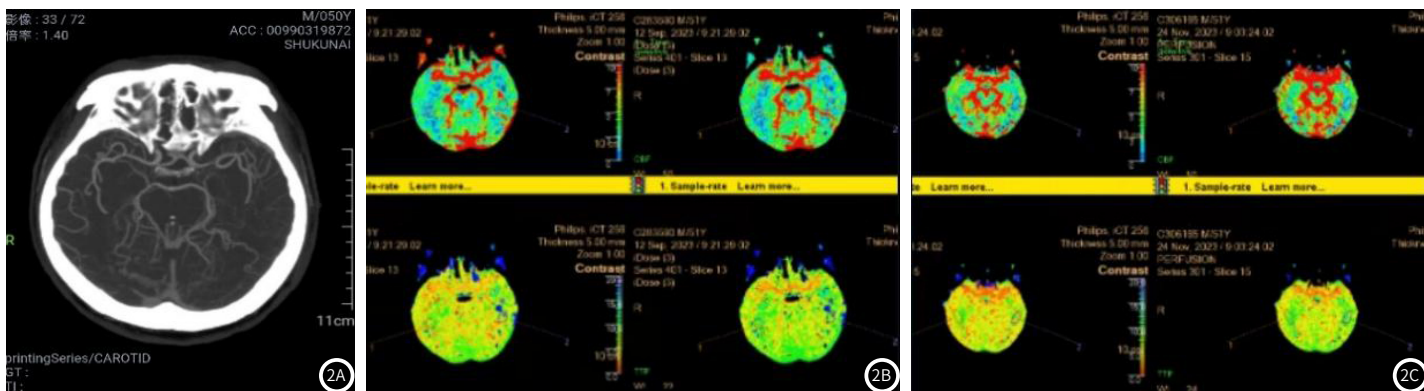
典型病例影像图。图2A: 男, CT检查左侧颞叶脑梗塞, 行CTA检查: 左侧大脑中动脉M1段重度狭窄。图2B: 男, 行CTPI检查: 左侧颞叶较右侧灌注减低。图2C: 男, 治疗3个月后复查, CTPI显示左侧颞叶较右侧灌注减低有所加重。
